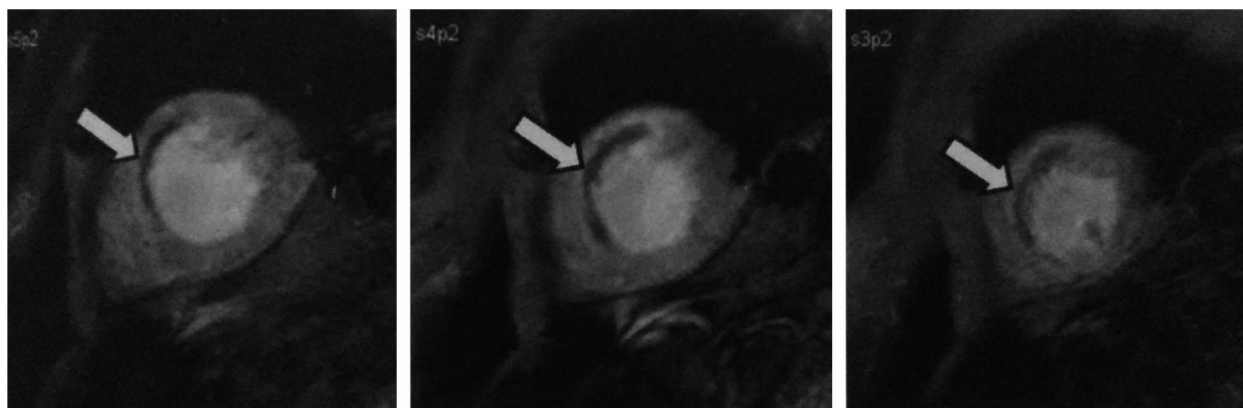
Серия срезов по короткой оси T2*-weighted «Black-blood» пациента на 3-и сут после реваскуляризации ИМспСТ, визуализируется область низкоинтенсивного сигнала (указано стрелкой) как результат интрамиокардиального геморрагического кровоизлияния при реперфузионном повреждении
